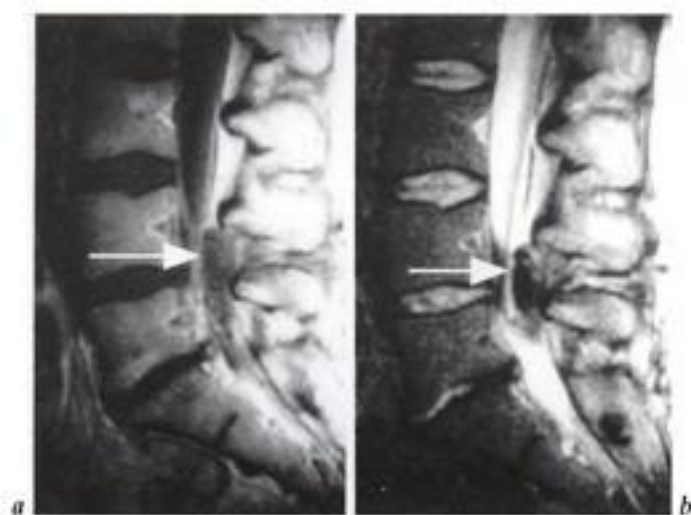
Hématome épidural postopératoire en phase aiguë. IRM, coupes sagittales en a) séquence pondérée T1 après injection de gadolinium et b) en pondération T2. En regard de la laminectomie L4-L5, en foyer opératoire, une masse intracanalalaire oblongue (flèche), coiffée à son pôle supérieur par la graisse épidurale comprime le sac dural. Elle est de signal intermédiaire en T1 a) et en hyposignal en T2 b). (Images à comparer avec celles du matériel hémostatique de la fig. 7-33).
